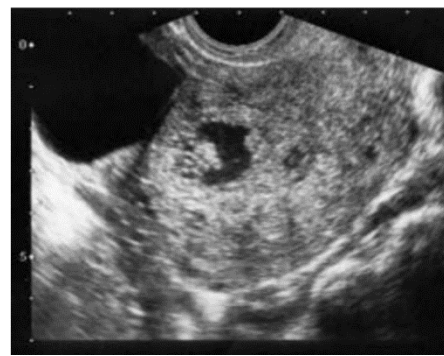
Échographie pelvienne par voie endovaginale, coupes sagittales chez une patiente de 35 ans suivie après curetage d'une môle hydatiforme complète, présentant une élévation de la concentration plasmatique de l'HCG
